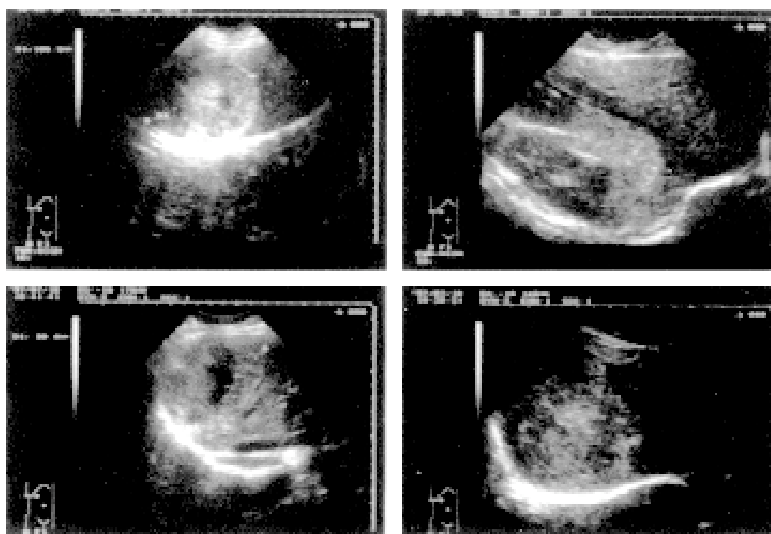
2^a Osservazione: Ecografia epatica che mostra la presenza di una formazione a contorni policiclici del VI, VII, e parte del V segmento epatico (1997).
